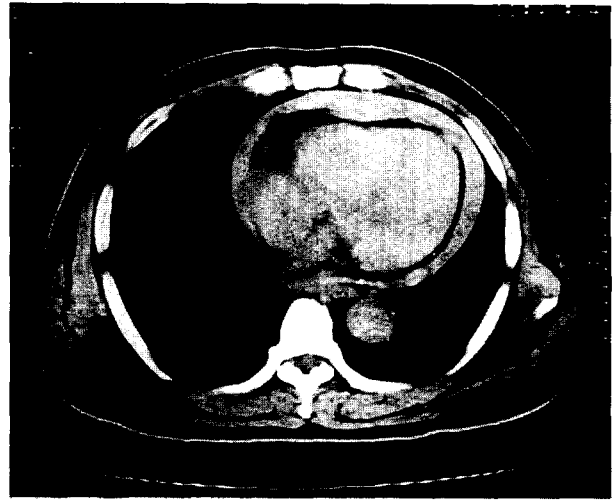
Case 3. Preoperative Chest CT
